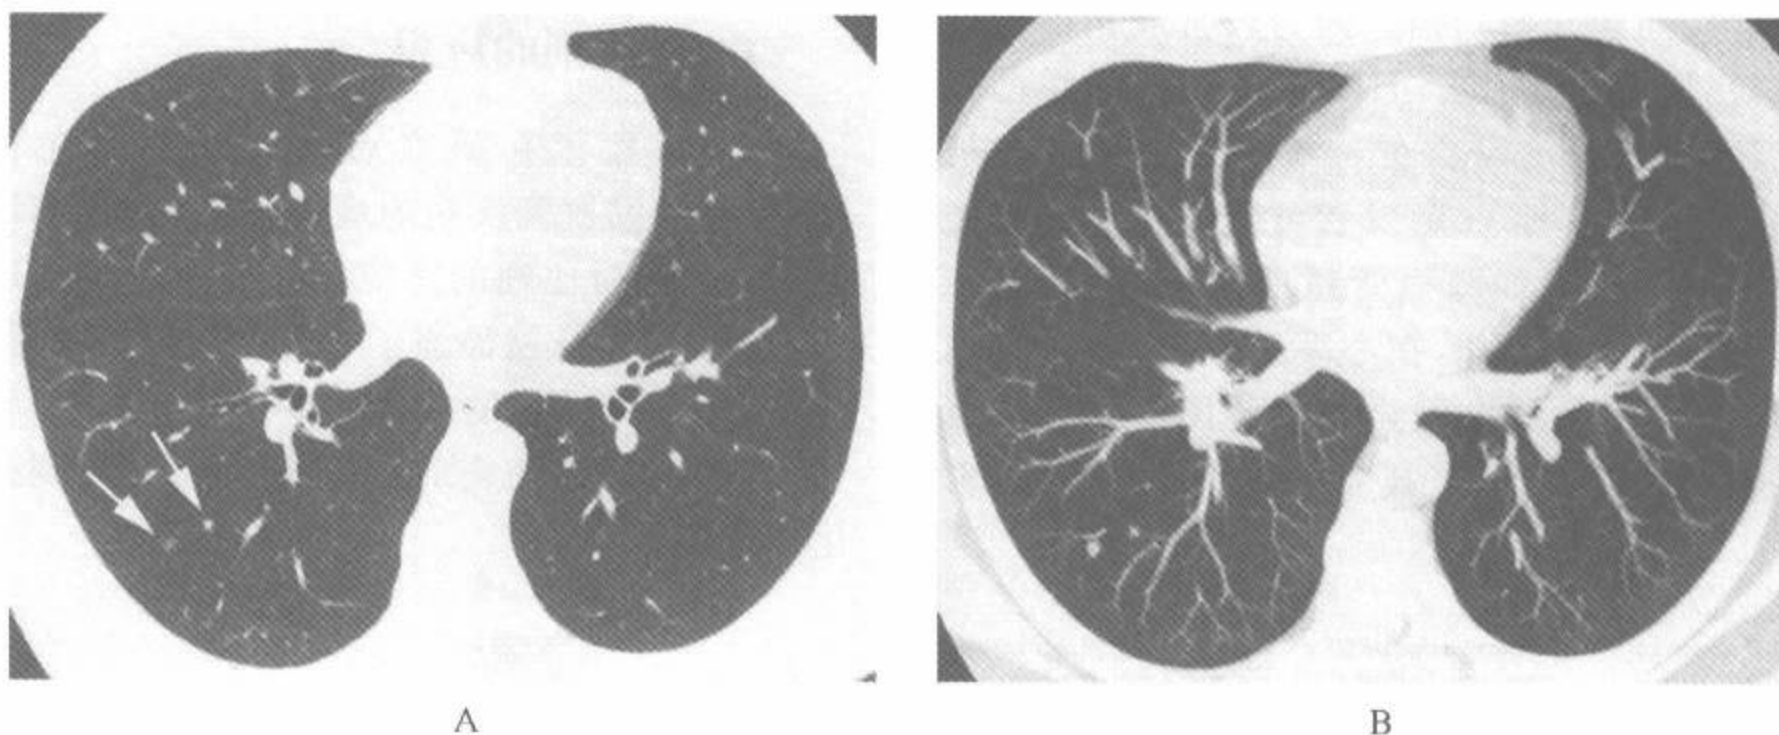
肺小结节病例中用 1.25mm 探测器,螺距 6 的多排螺旋 CT 获得的最大密度投影(MIP)图像
